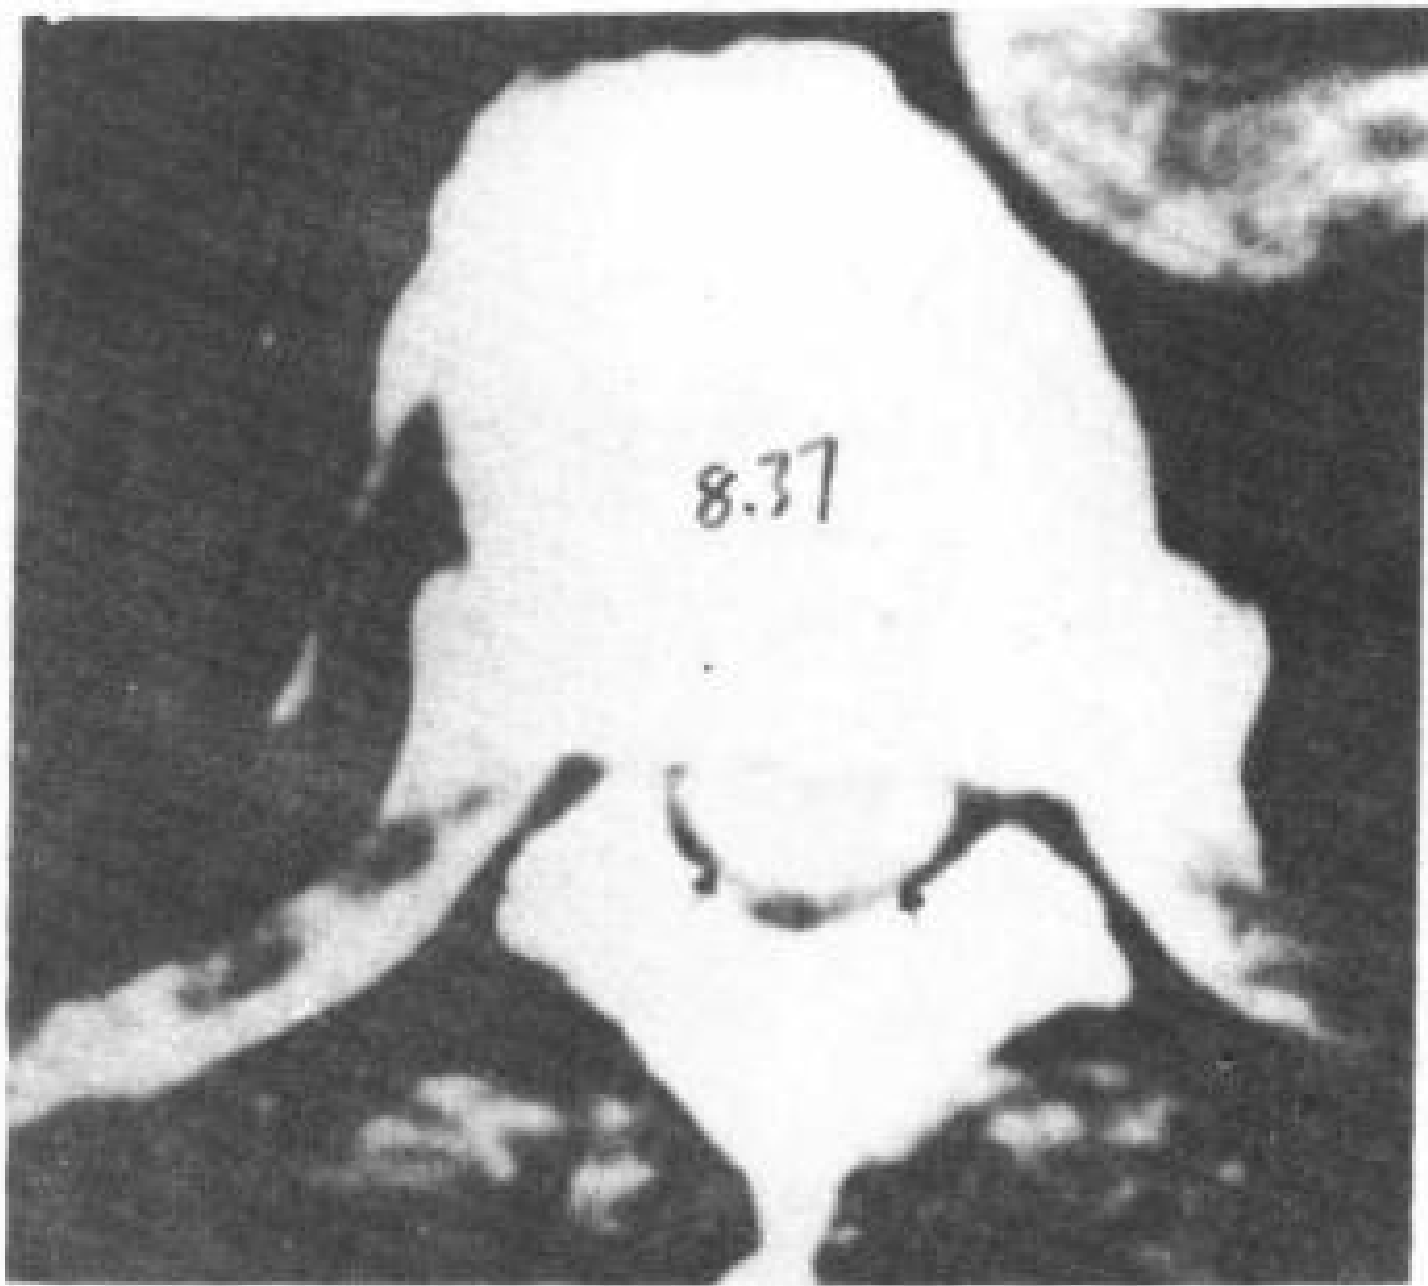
蛛网膜下血肿。中胸段 CT 横断象。血液在蛛网膜下腔 (↑) 勾画出脊髓轮廓。
